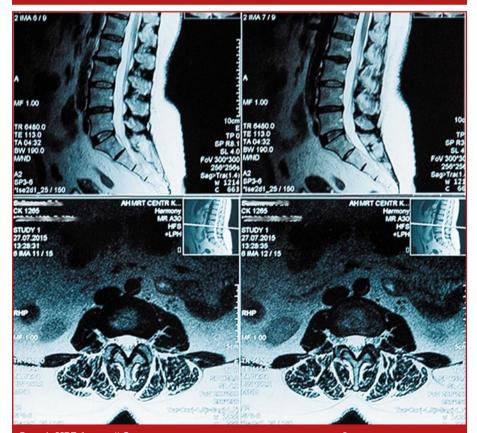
МРТ больной С. поясничного отдела позвоночника через 2 года после операции
